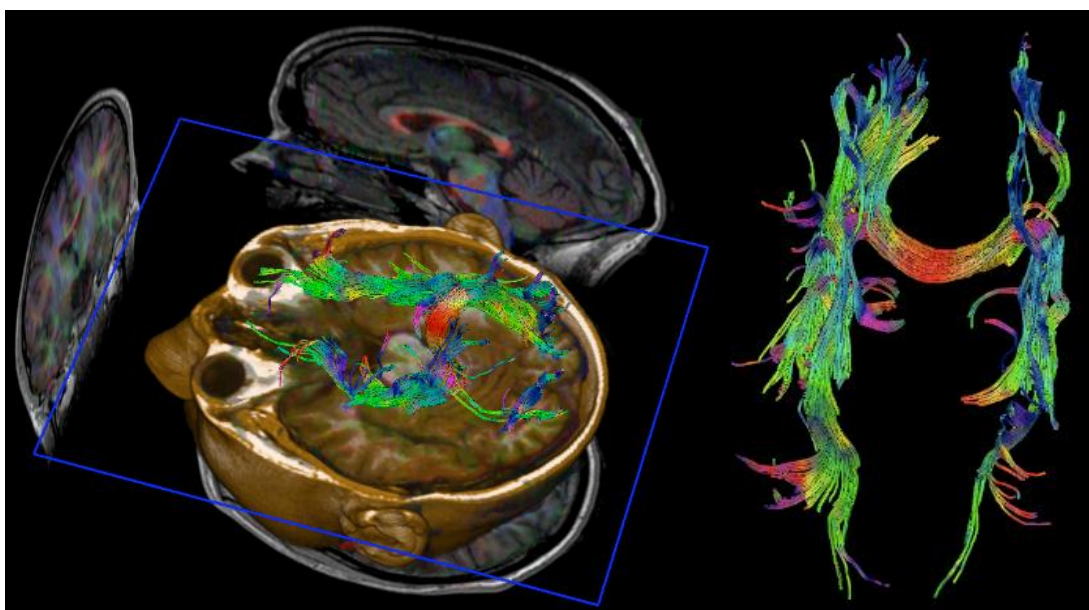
Tratografia e sua correlação com imagens de Ressonância Magnética. Esquerda: Imagem de fusão de RM (reconstrução 3D, corte axial pelo plano das órbitas) e Tratografia. Direita: Imagem isolada de Tratografia.
